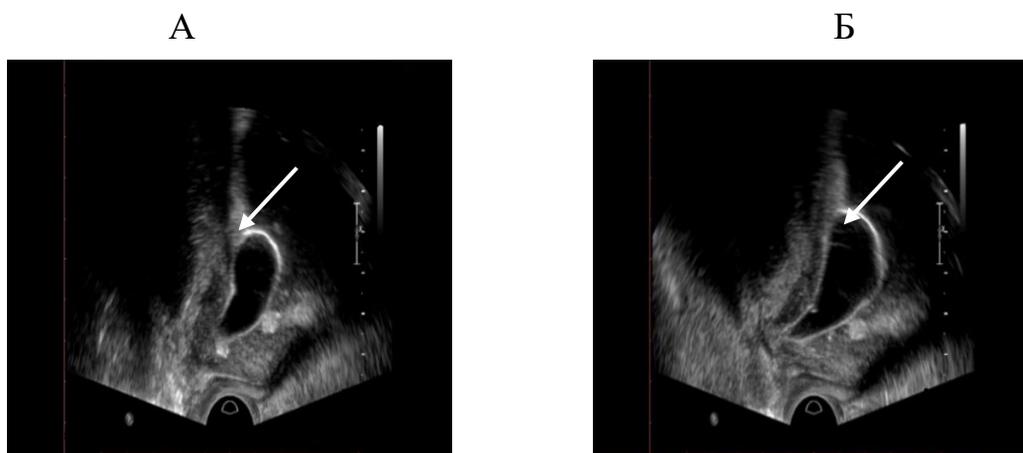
Процедура баллонной дилатации под ТРУЗИ-контролем (стрелкой указан – раздутый баллон), расположенный в области фиброзного кольца ШМП): А – после надувания баллона (7 мл) Б – после 5-минутной экспозиции (баллон 10 мл)
